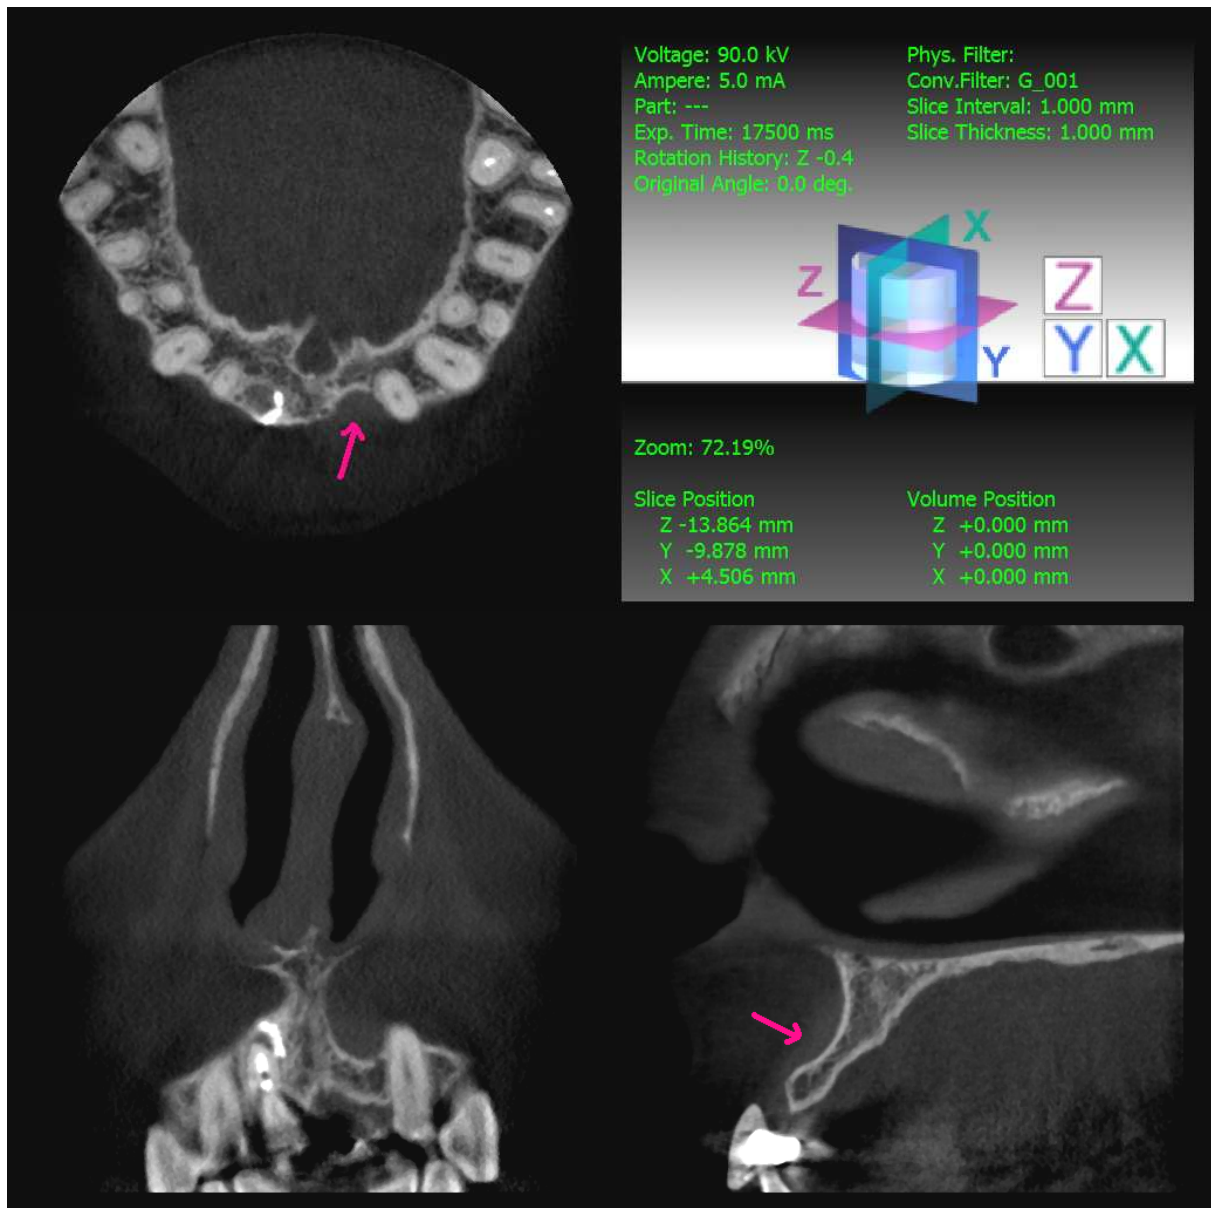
Coupes tomographiques en 3D (Accuitomo 3D) mettant en évidence l'insuffisance osseuse marquée (désignée par les flèches roses) [Dr Jhugroo, 2010]
